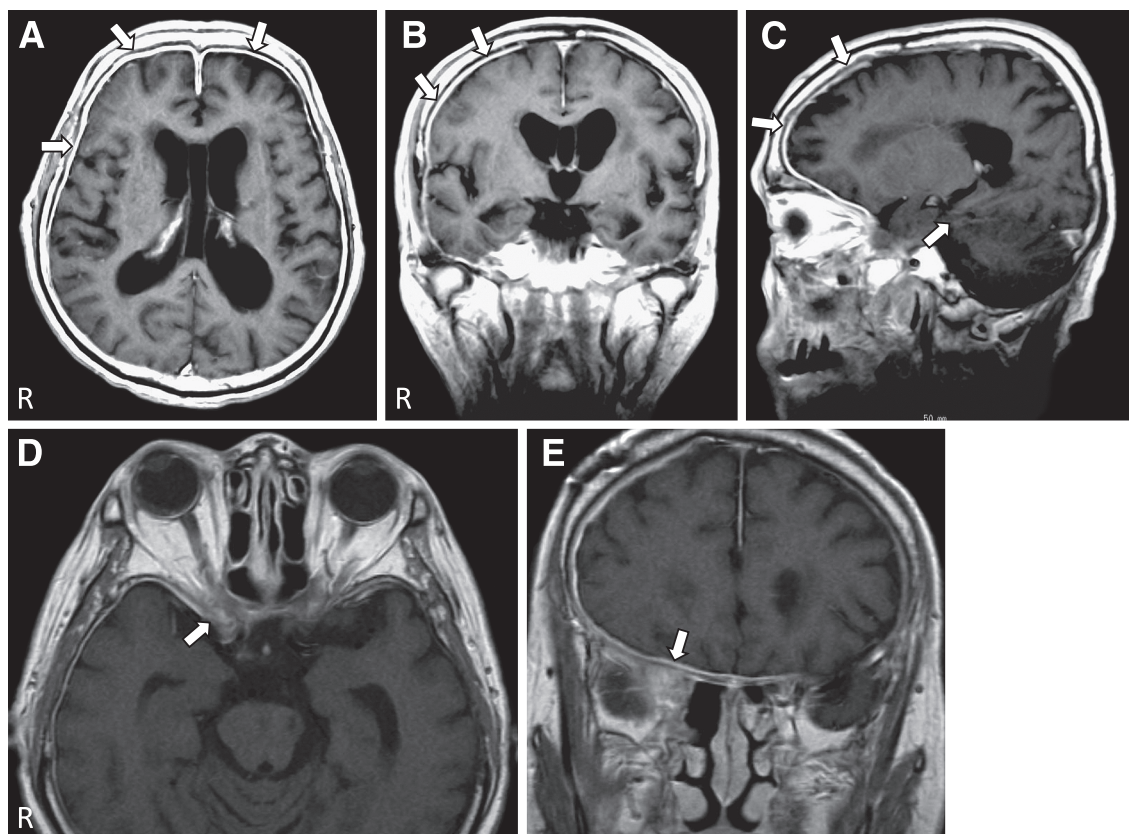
Brain magnetic resonance imaging.
